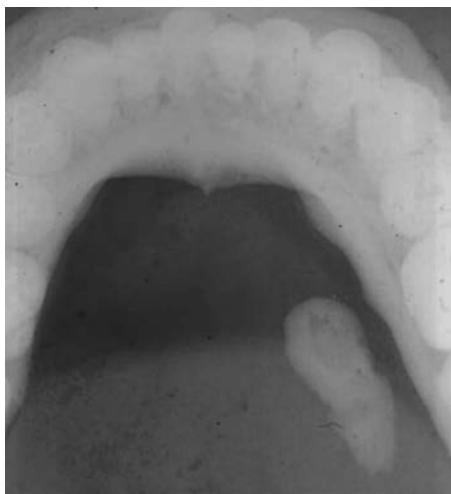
Radiografía oclusal en la que se muestra un sialolito de grandes dimensiones.
